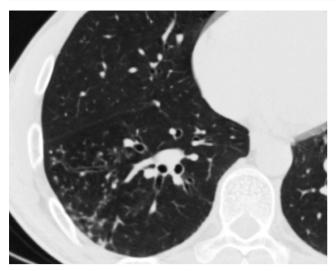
Фрагмент КТВР больного К. после 4-месячного лечения: множественные мелкие внутридольковые очаги, усиленный внутридольковый интерстициальный рисунок "дерево с почками", КТ-признаки инфекционного бронхиолита.
